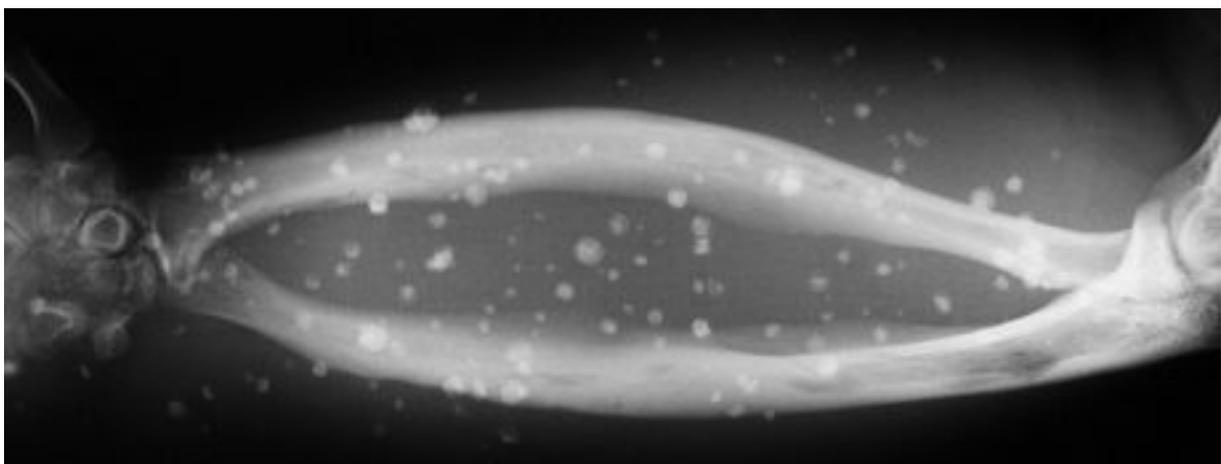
Radiographie de l'avant-bras droit montrant la présence de nombreuses calcifications arrondies, appelées phlébolithes, pathognomoniques d'une malformation veineuse
